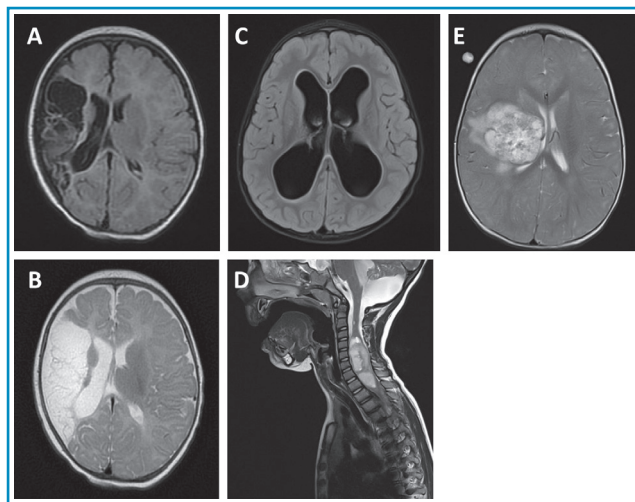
Patient 1 : IRM cérébrale : séquences axiales pondérées en FLAIR (A) et T2 (B) : Accident vasculaire sylvien droit. Hémisphère droit atrophié avec dilatation ventriculaire à vacuo. Patient 2 : IRM cérébrale : séquence axiale pondérée en FLAIR (C) : hydrocéphalie avec hypersignal périventriculaire témoignant d'une hyperpression. IRM médullaire : séquence sagittale pondérée en T2 (D) : processus expansif intramédullaire cervicodorsal. Patient 3 : IRM cérébrale : séquence axiale pondérée en T2 (E) : masse charnue et kystique hémisphérique droite avec compression du ventricule latéral droit.
